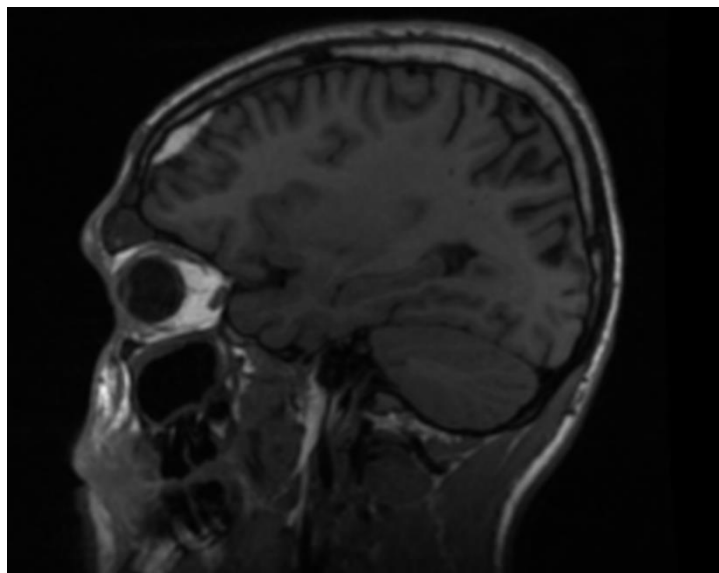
RM craneal (T2): Persistencia de la sinusopatía frontomaxilar derecha. Disminución de tamaño del empiema frontal derecho. Gliosis occipito-temporal y fronto-parietal derecha ya descrita sin cambios con respecto a RM craneal previa.
